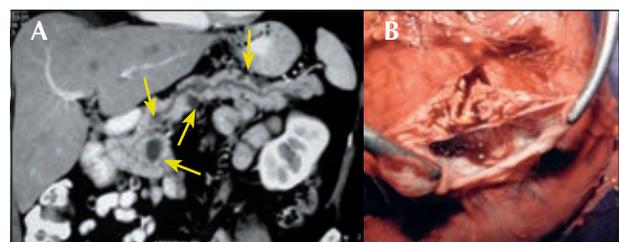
A: tomografía que muestra un páncreas con varias lesiones quísticas o multifocal (flechas), siendo la más grande la de la cabeza del páncreas. B: espécimen quirúrgico que muestra la cavidad quística de la lesión de la cabeza del páncreas. La patología de esta paciente reportó displasia de bajo grado.
